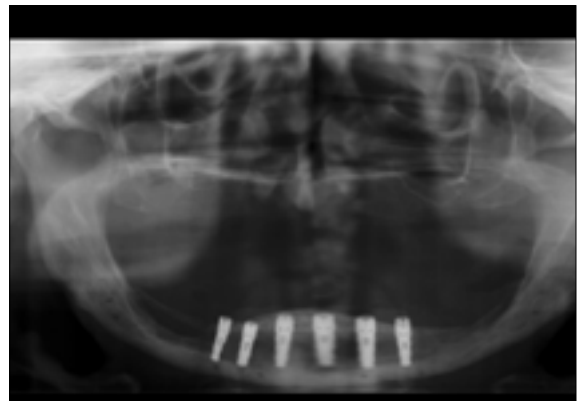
치과 임플란트 식립 후 방사선 사진.
